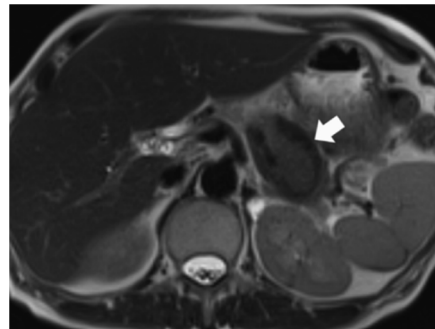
Hypertrophie parenchymateuse entourée d'un halo hypointense sur l'IRM d'une PAI de type I (82).
